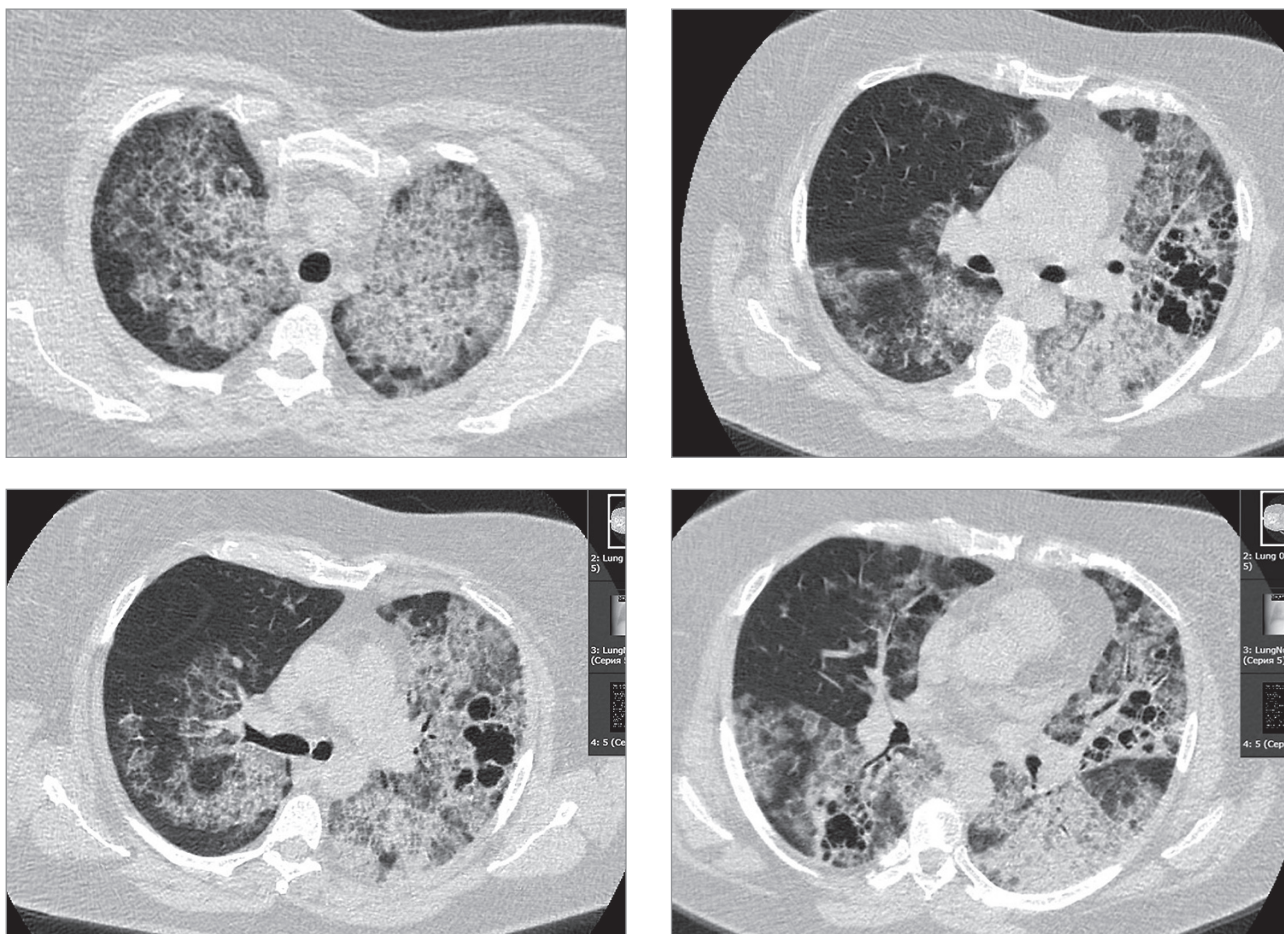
Компьютерная томография органов грудной клетки пациентки с бронхиальной астмой и COVID-19 (по Бродской О.Н., 2022 [11])
